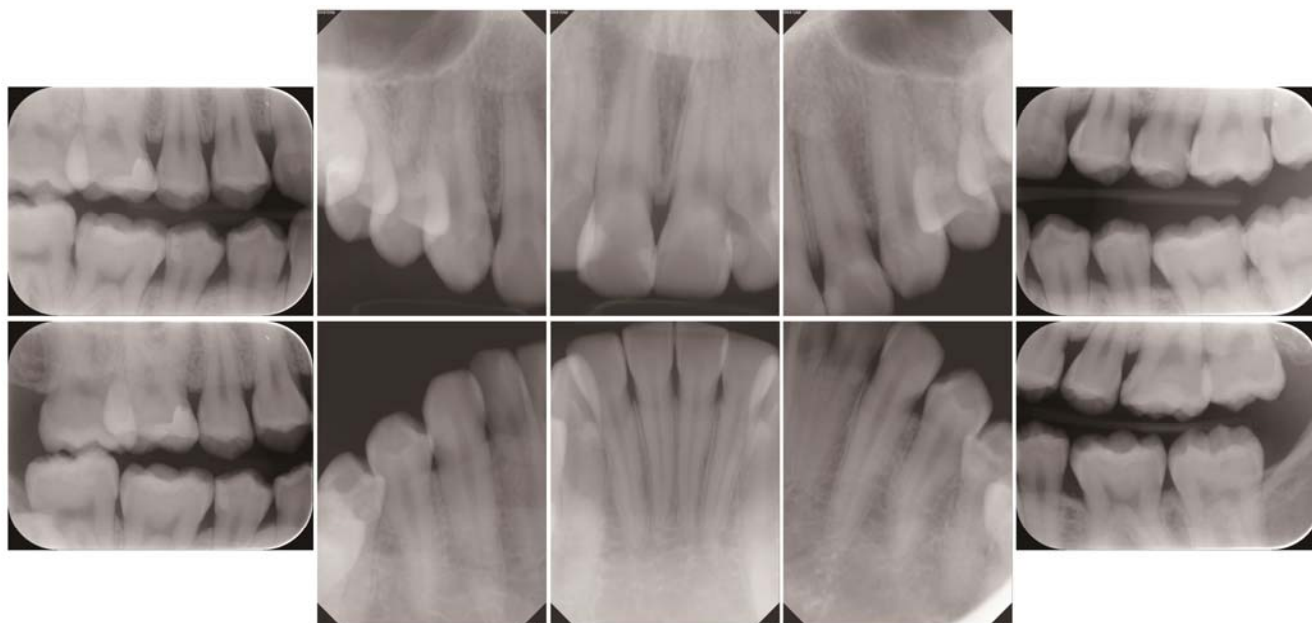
Radiographs before the dental caries management
